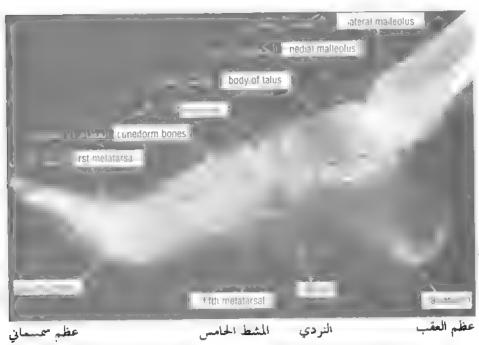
Lateral radiograph of the adult ankle.
